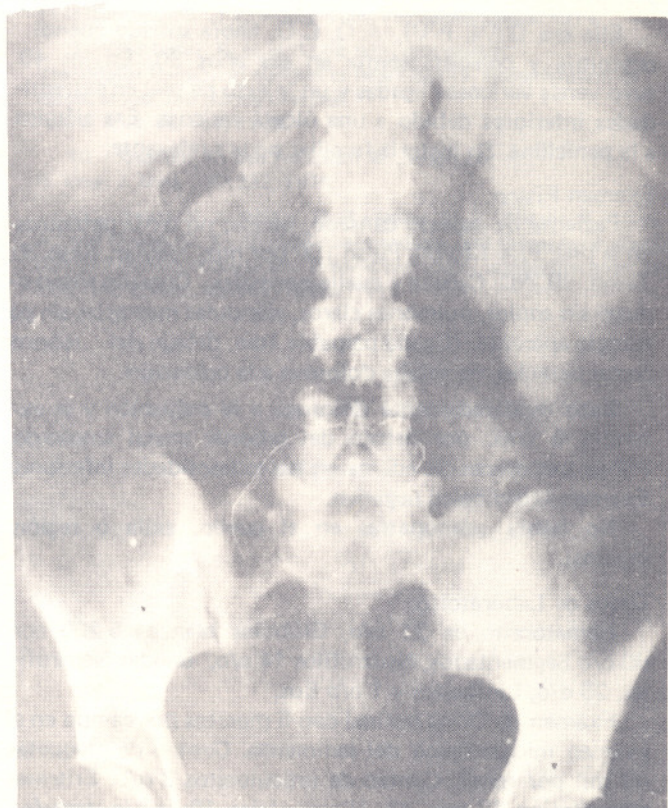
Radiografía simple del abdomen mostrando un bazo hipertrofiado desplazando el estómago y los riñones hacia la línea media y hacia abajo.
